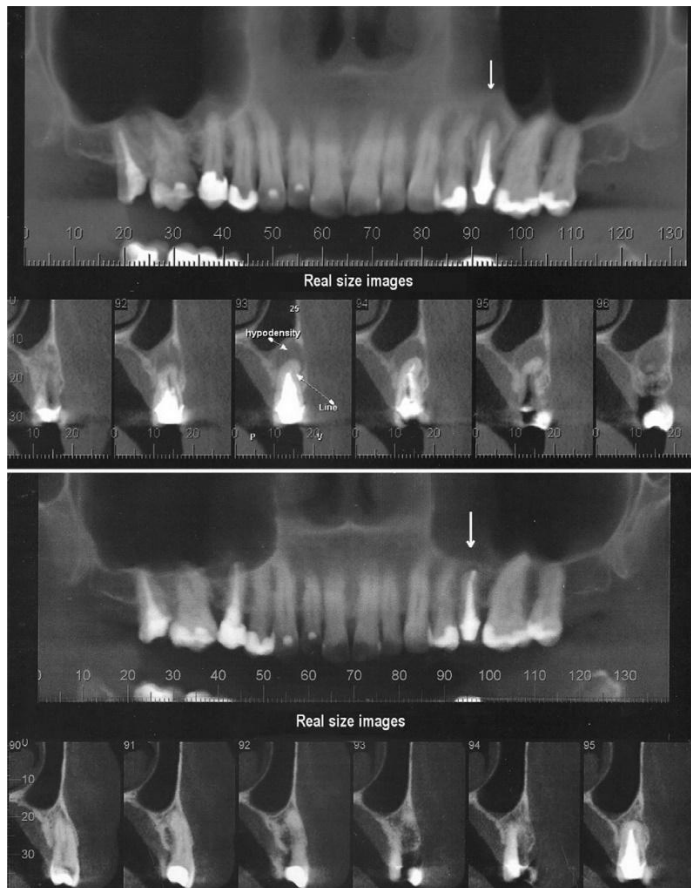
Preoperative (top) and 6-month postoperative (bottom) cone-beam CT images of tooth A.
